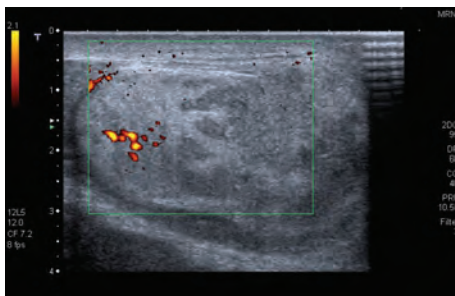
e 136 – Em *Color Doppler*, verifica-se ausência completa da vascularização do testículo.
